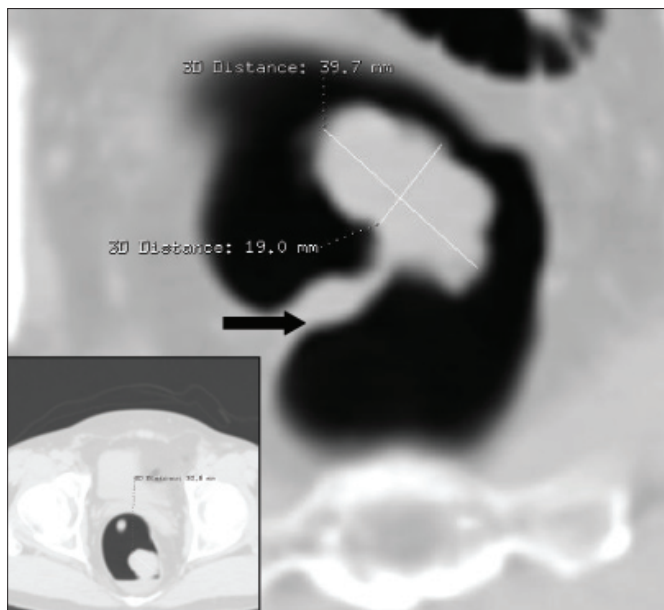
TC colonografia 2D (secção transversal), mostrando o mesmo pólipo, com o pedículo bem conspícuo (seta). No detalhe (canto inferior E), observa-se a lesão e líquido residual no reto
